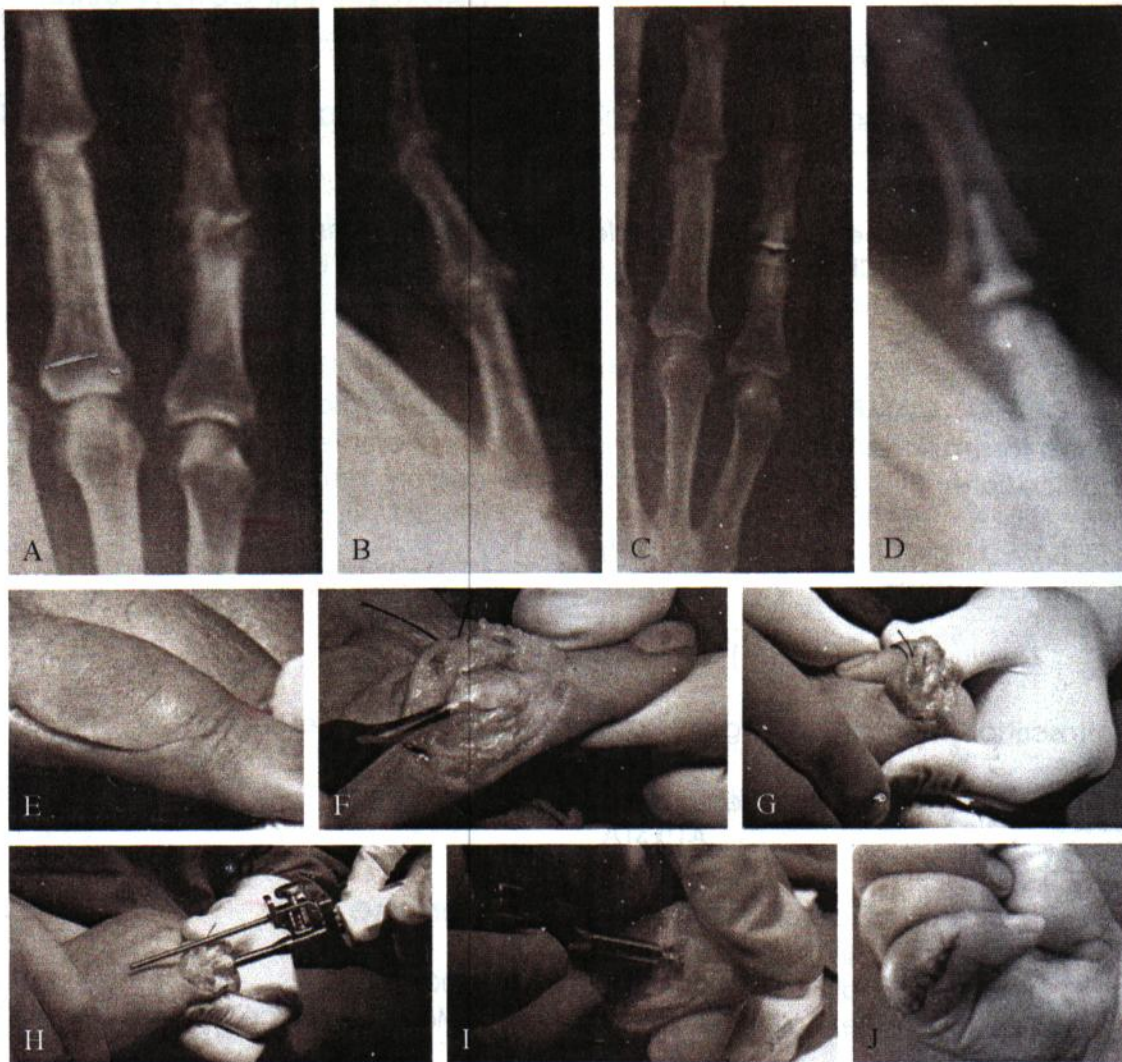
A-D) Grave artrosi primaria IFP 5° dito: radiografie iniziali ed a distanza di 4 mesi. E, F) Incisione cutanea e preparazione delle strutture anatomiche. G, H) Esposizione delle due falangi e preparazione con la raspa della falangetta prossimale. I, L) Preparazione con la raspa della falangetta intermedia. A destra si nota la flessione del dito raggiunta a 15 giorni dall'intervento.
